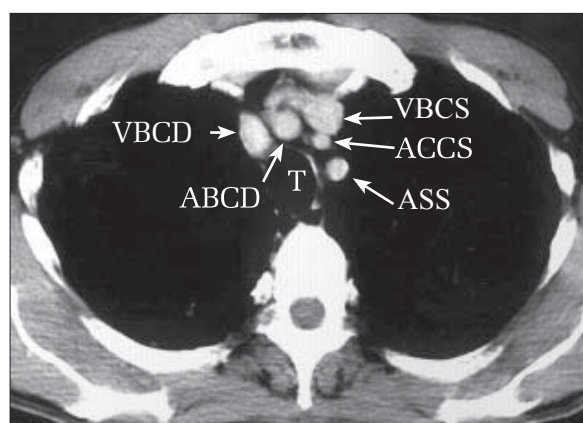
Secțiune axială CT la nivelul trunchiului brahiocefalic stâng. Se evidențiază: vena brahiocefalică stângă (VBCS), artera brahiocefalică dreaptă (ABCD), vena brahiocefalică dreaptă (VBCD), artera carotidă comună stângă (ACCS), artera subclaviculară stângă (ASS), traheea (T).
